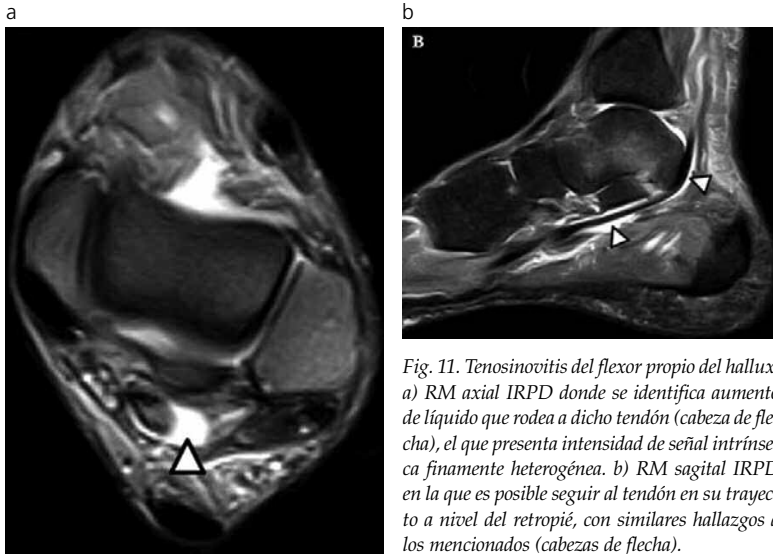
Tenosinovitis del flexor propio del hallux. a) RM axial IRPD donde se identifica aumento de líquido que rodea a dicho tendón (cabeza de flecha), el que presenta intensidad de señal intrínseca finamente heterogénea. b) RM sagital IRPD en la que es posible seguir al tendón en su trayecto a nivel del retropié, con similares hallazgos a los mencionados (cabezas de flecha).
